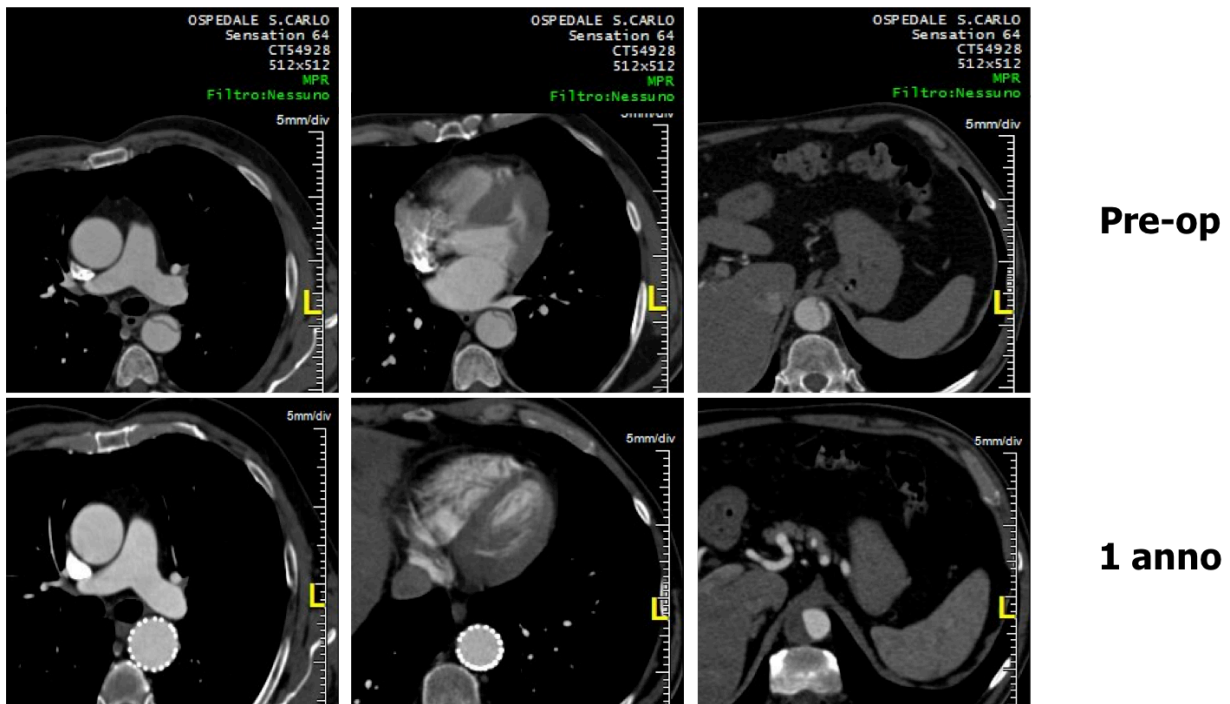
Esempio di *rimodellamento aortico*: il confronto tra le immagini assiali angio-TC tra il pre-operatorio (sopra) ed il controllo ad 1 anno (sotto), dimostra come il lume vero sia andato incontro ad una completa riespansione mentre il falso lume è andato incontro a trombosi e riassorbimento.
